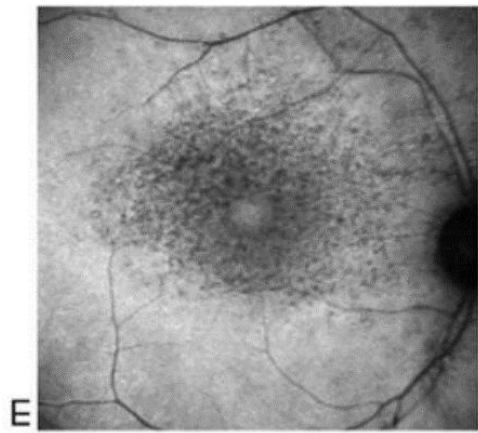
Hedef tahtası makülopati evresi. A- Fundus fotoğrafı B- Fundus Flöresein anjiografisi
